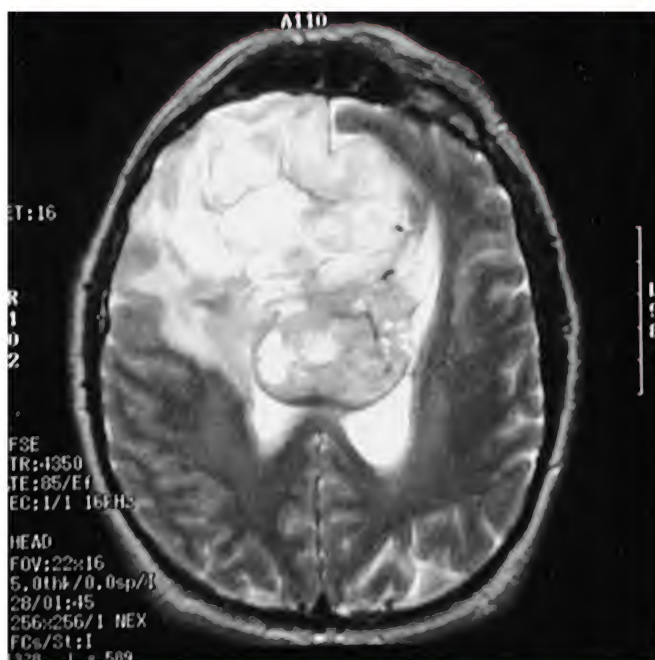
Glioblastoma multiforme, resonancia magnética
